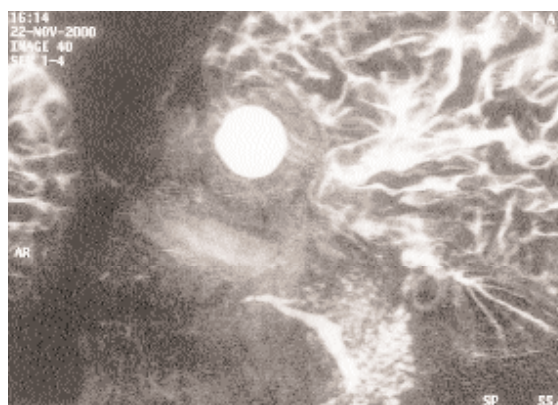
Scialo-RM della parotide destra in paziente con sindrome di Sjögren primitiva. Il dotto principale appare ectasico. Si apprezzano multiple lesioni nodulari di tipo cistico, diffuse in tutta la ghiandola (grado 3). Si segnala la presenza di dotto accessorio.
